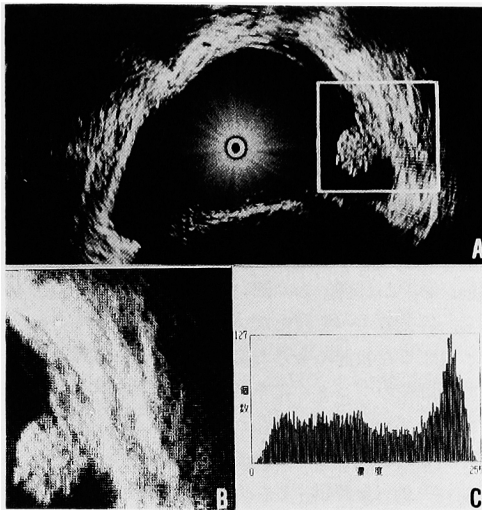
A: Transurethral ultrasonic analog image. B: Two-dimensional density-gradation image output. C: Density histogram
